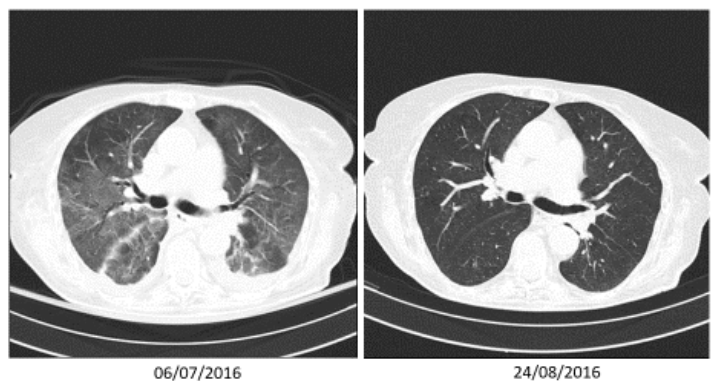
TAC de alta resolución en el que se evidencia un parénquima pulmonar con "patrón de vidrio deslustrado" y "en empedrado". Fuente: Paciente anónimo
